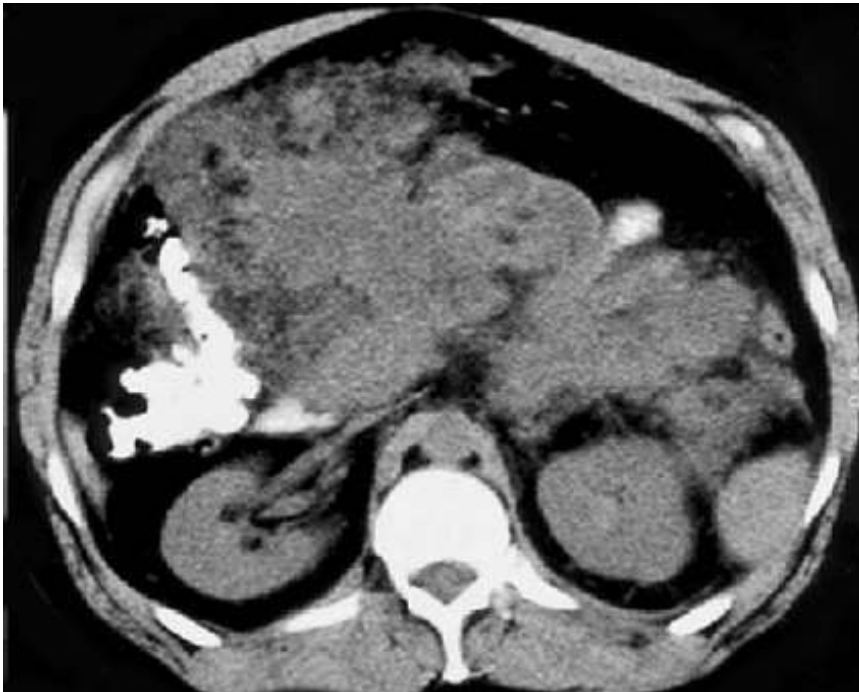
Комп’ютерна томографія. Хворий С., 55 р.
